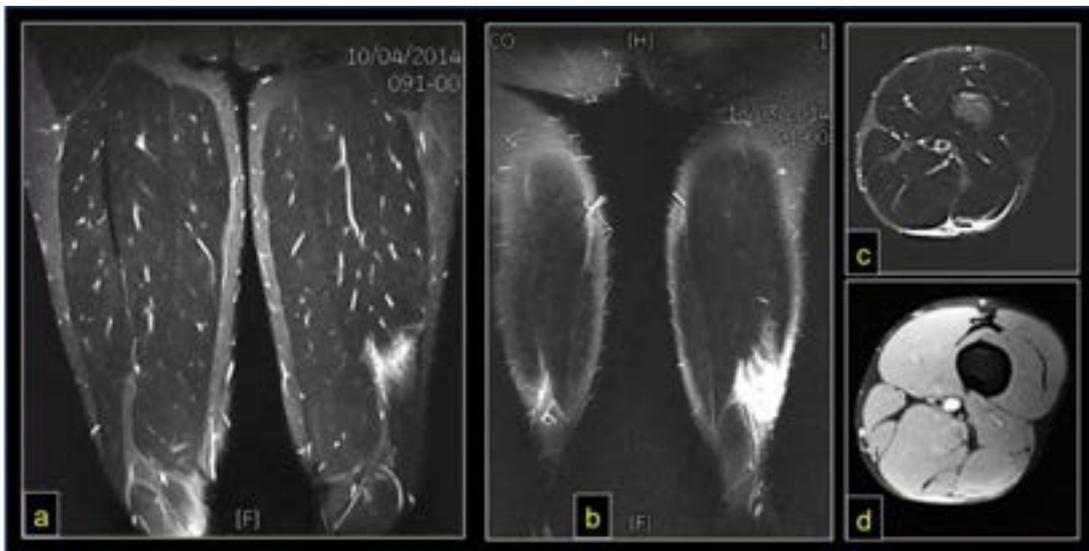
Lesiones por elongación. RM Estadios I y II ⁵⁴
